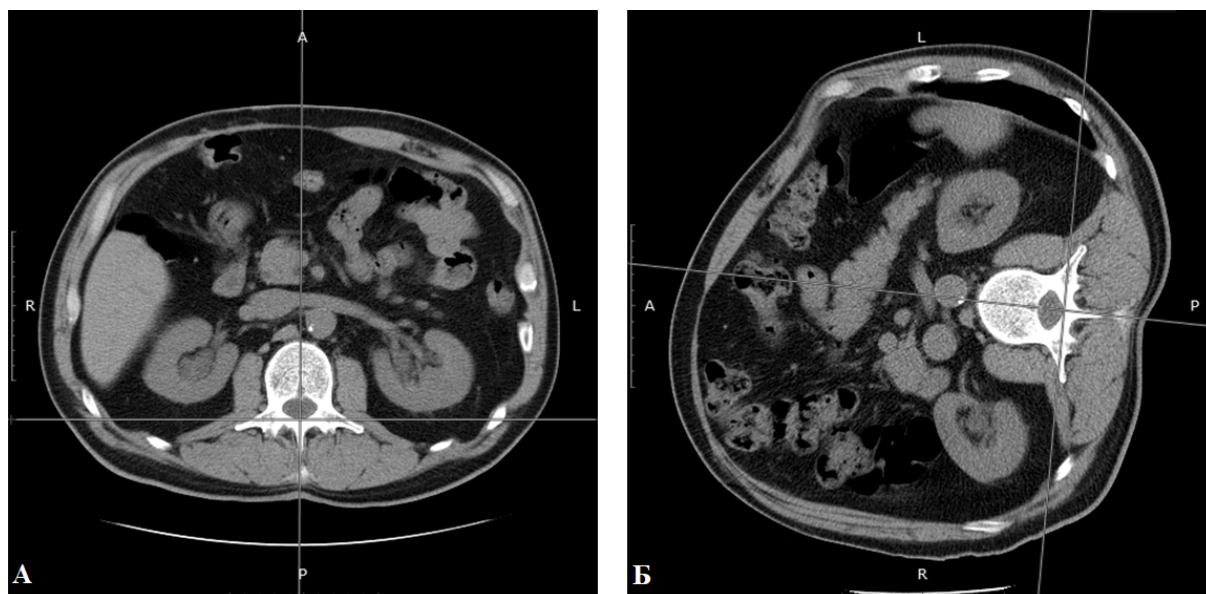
Компьютерная томограмма, аксиальная проекция, уровень L_1 . А – положение пациента на спине; Б – положение пациента на здоровом боку. Проведены координатные прямые ОУ через остистый отросток, ОХ перпендикуляр через заднюю точку позвоночного отверстия.
